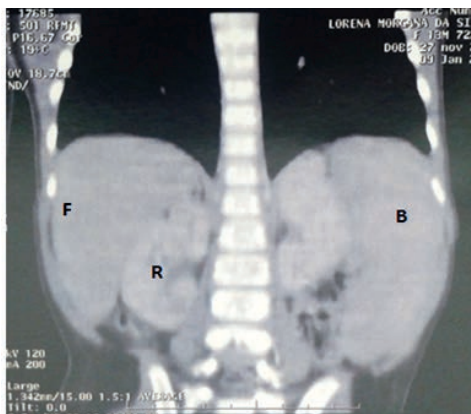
Tomografia de abdome com contraste da paciente L.M.S, mostrando hepatoesplenomegalia: F) fígado; R) rins; B)
